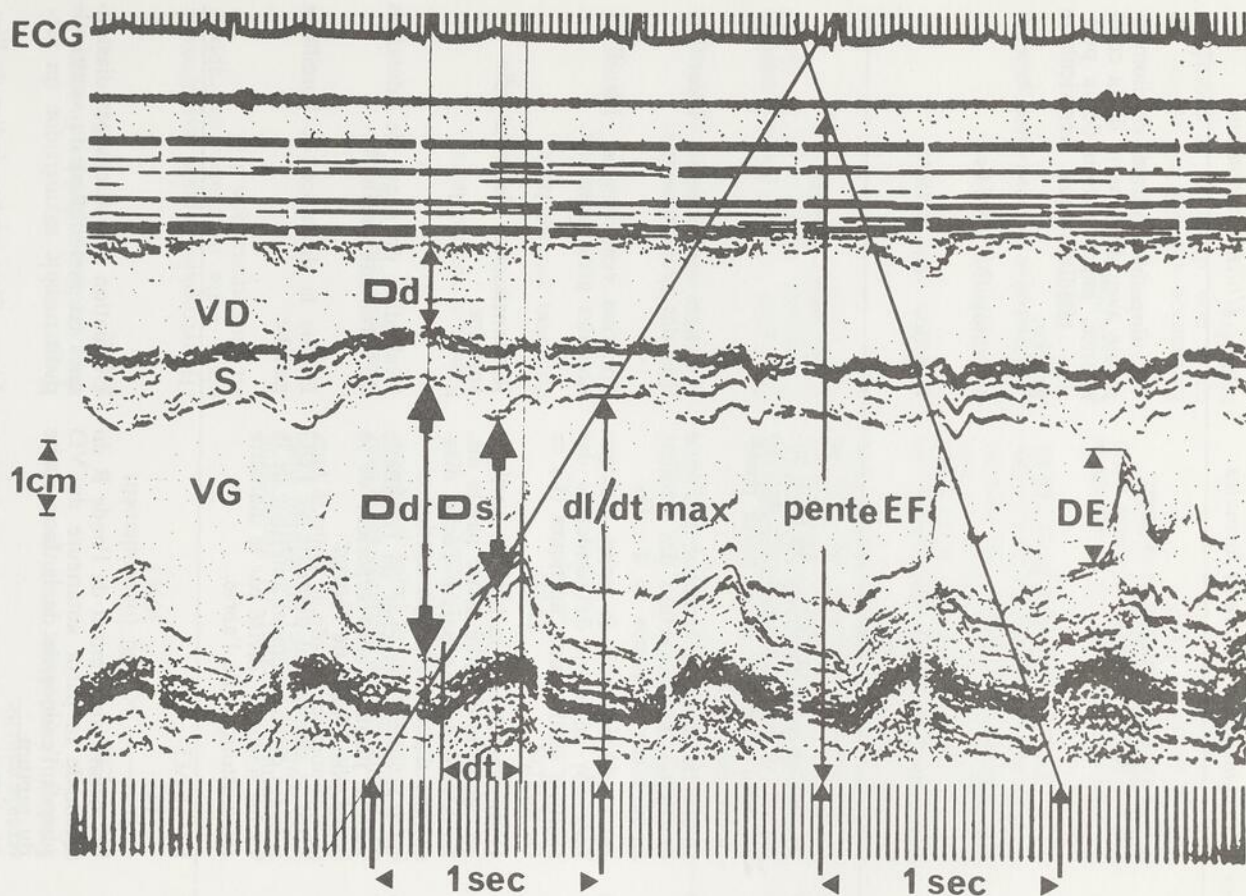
Technique de mesure des diamètres ventriculaires gauche et droit, de la vitesse maximale d'excursion de la paroi postérieure du ventricule gauche, du dt (temps de raccourcissement du VG) et de la pente EF de la mitrale (enfant normal de 10 ans). On remarquera qu'en position 2a, sur la partie de gauche du cliché, le diamètre ventriculaire gauche et la contraction du septum interventriculaire sont plus importants qu'en position 2b (où l'on peut apprécier le mouvement des deux feuillets mitraux). Inversement, la dimension ventriculaire droite est plus petite en position 2a qu'en position 2b. Ces constatations soulignent l'importance de l'orientation du transducteur et du choix de la position (2a ou 2b) dans l'évaluation échocardiographique quantitative des ventricules.
